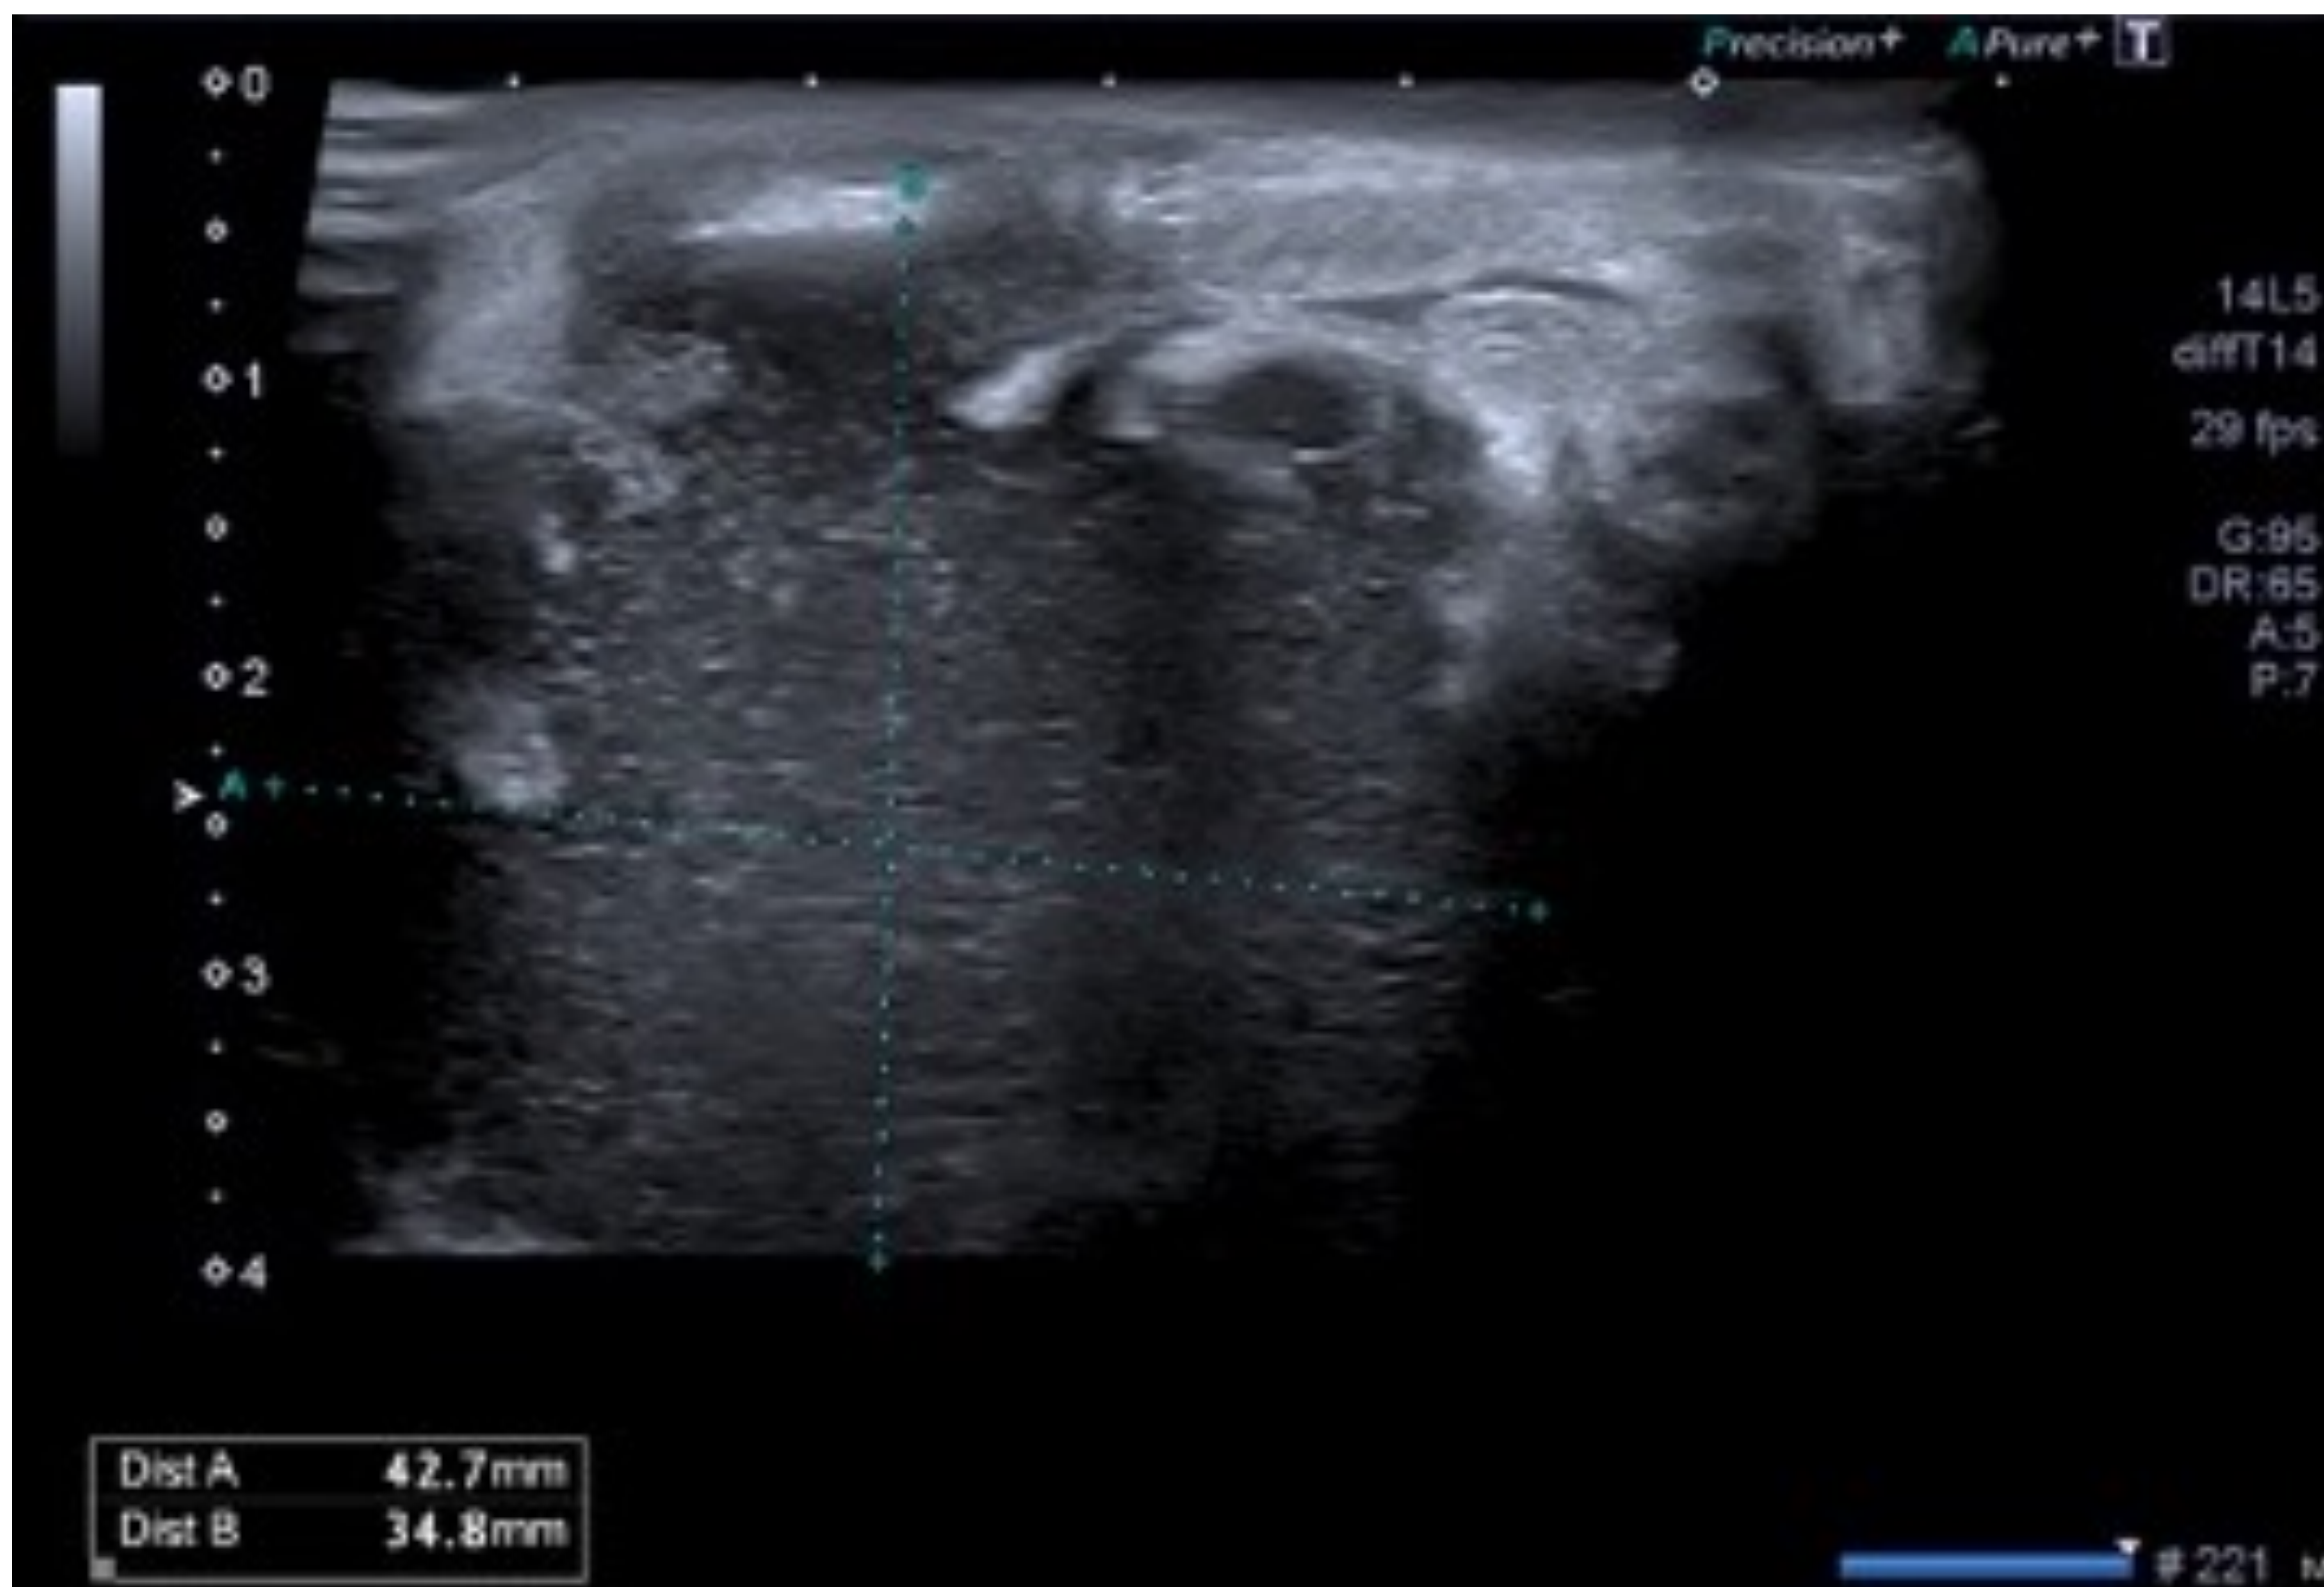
Mujer lactante de 30 años con dolor y enrojecimiento en MD que se asocia a bulto palpable. Ecografía muestra colección líquida polilobulada con contenido ecogénico y paredes engrosadas en relación con absceso intramamario.
